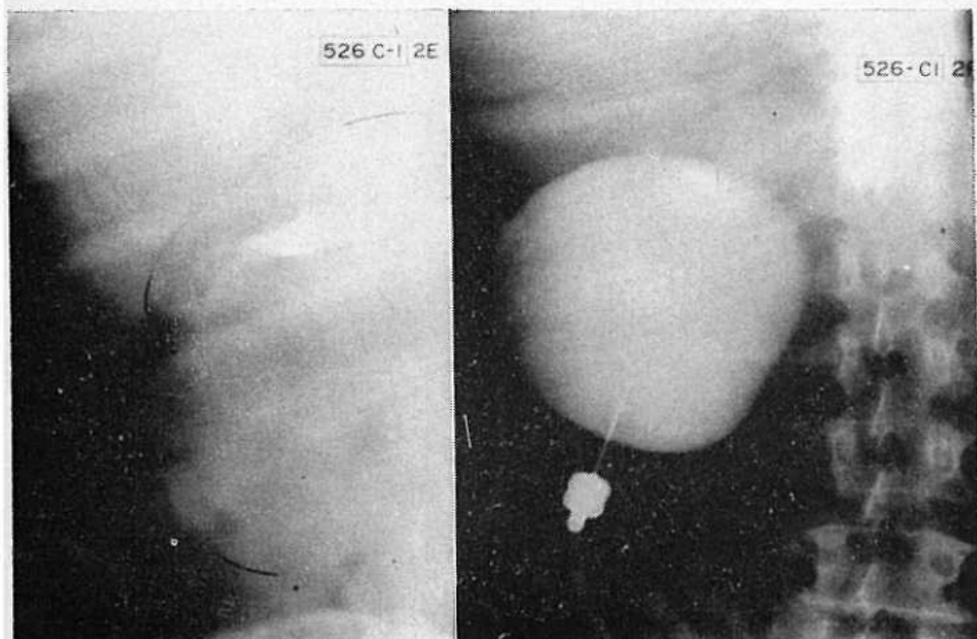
Nefrotomografía. Puede verse una sombra circular que corresponde al quiste y que rechaza hacia arriba el riñón. Hay diferencia de concentración entre éste y el quiste.
